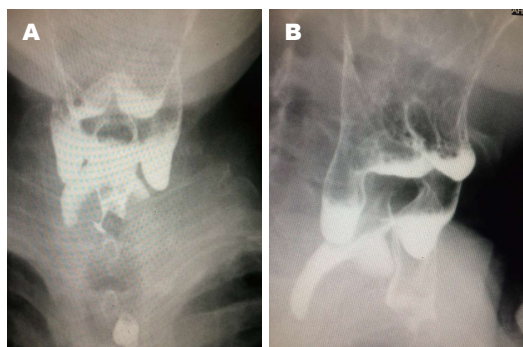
钡剂X线的表现. A: 钡剂X线可见双侧梨状窝和下部咽食管憩室明显的钡剂聚集; B: 钡剂X线可见双侧梨状窝和下部咽食管憩室明显的钡剂聚集, 局部食管狭窄.
